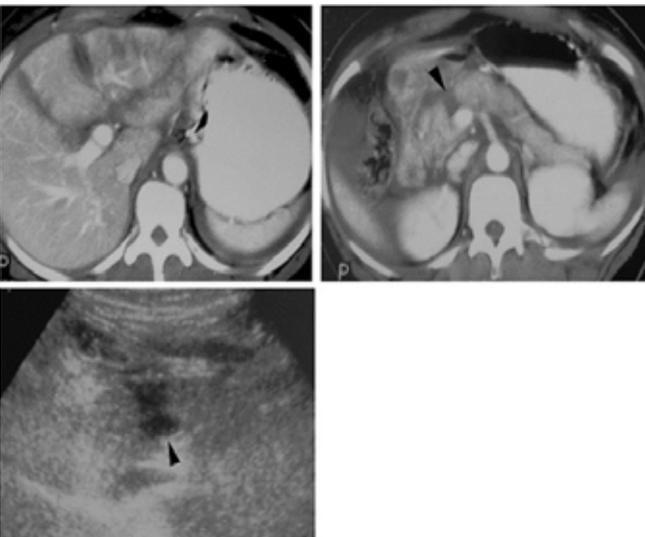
Trauma pancreático en adultos. Las imágenes "a" y "b" son de tomografía computarizada con contraste. La imagen "c" es de ecografía ⁹.
